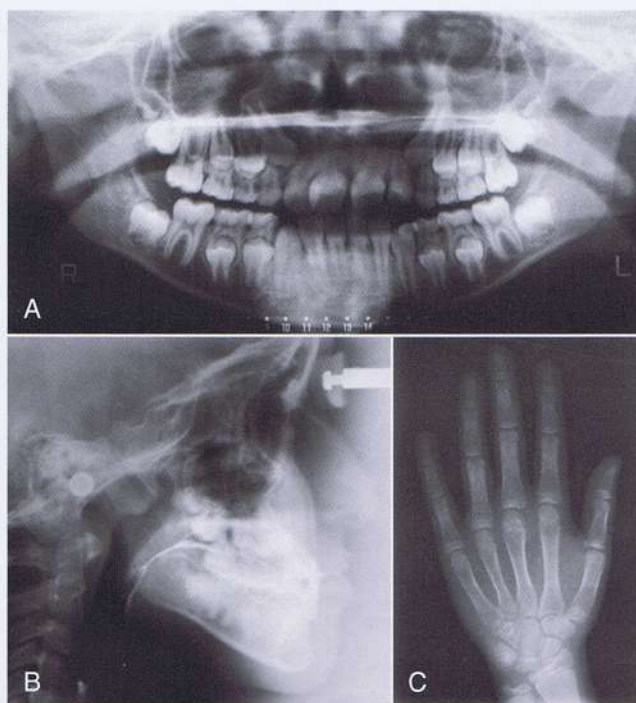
Radiografías iniciales del paciente (A-C).
